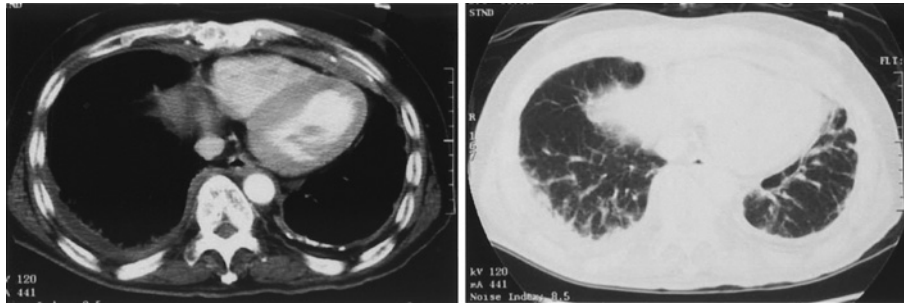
Chest CT in 2005. Reticular shadows found in both lower lung fields suggest that fibrotic changes occurred in addition to pleural thickening.
